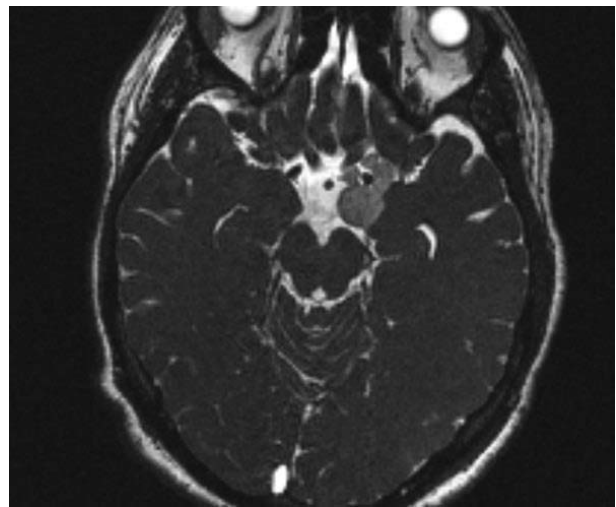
Дермоид, неоднородной структуры, определяются компоненты образования с повышенным и пониженным МР сигналом МРТ, T2-W
